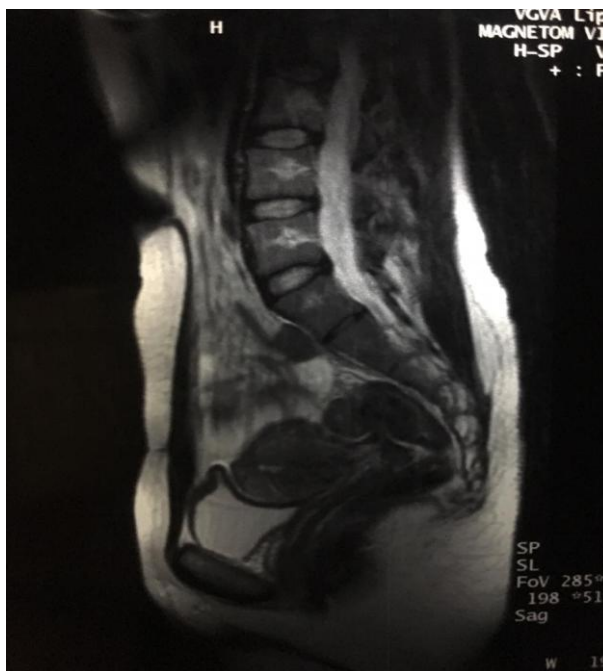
МРТ органов малого таза, сагиттальный срез.
